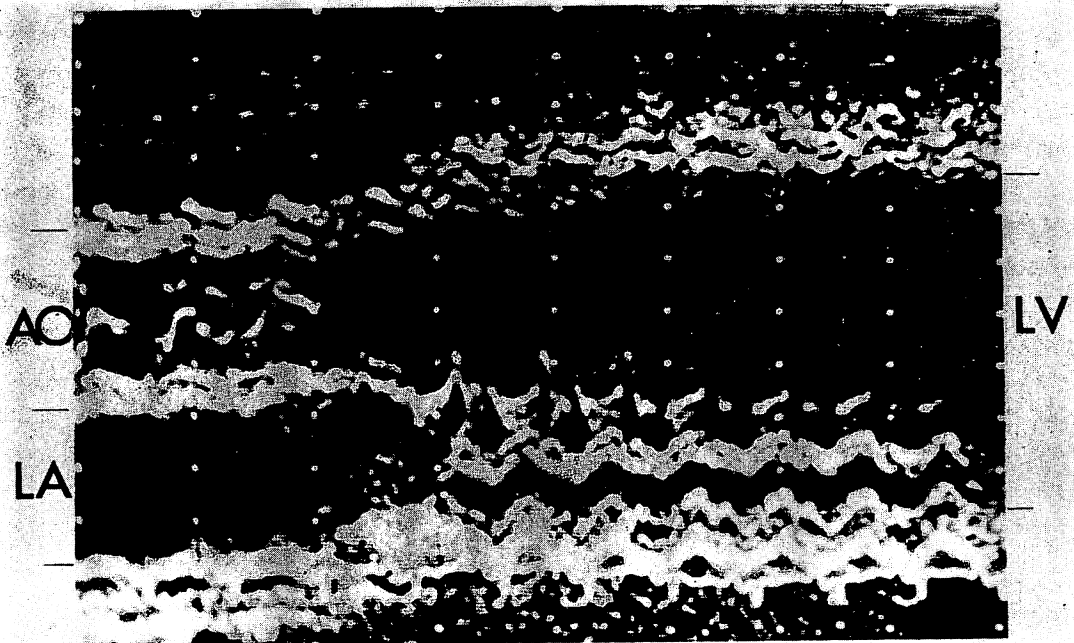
Echocardiogram of hemochromatosis, which shows the findings similar to congestive cardiomyopathy.
